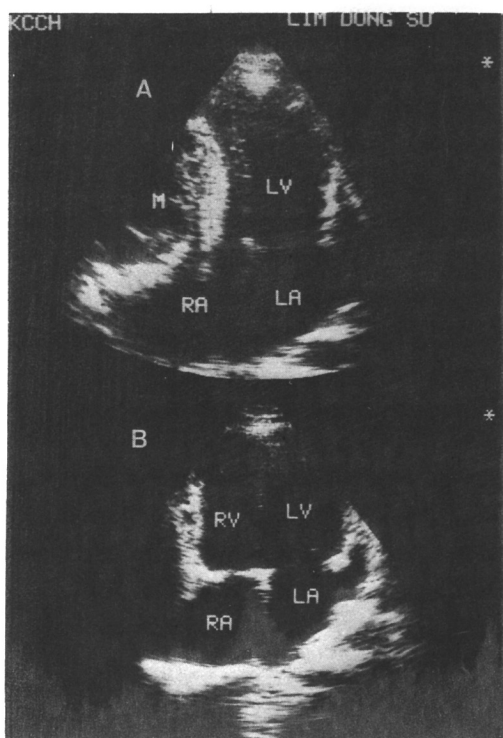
Two-dimensional echocardiography shows nearly complete collapse of right ventricle due to large cystic mass(M) with peripheral dense calcified wall(A). After pericardiectomy, cystic mass disappeared and right ventricle returned to normal configuration(B).
